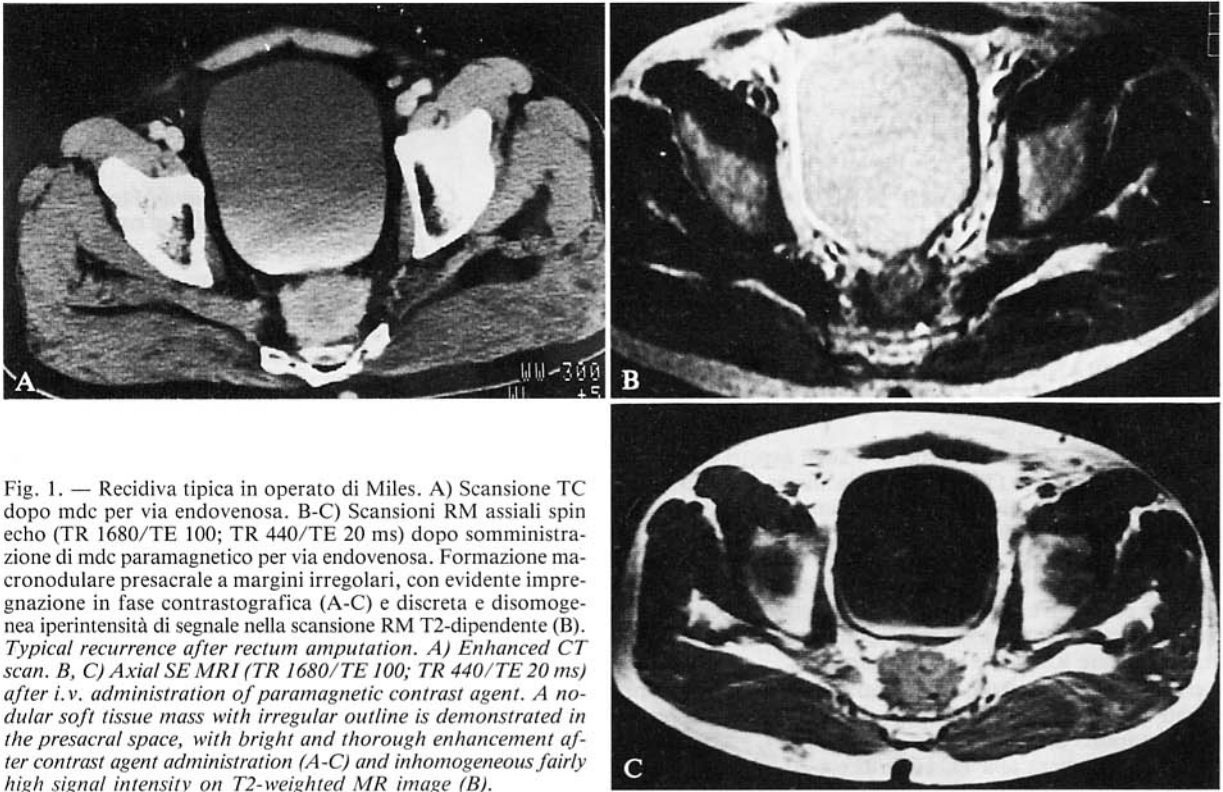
Recidiva tipica in operato di Miles. A) Scansione TC dopo mdc per via endovenosa. B-C) Scansioni RM assiali spin echo (TR 1680/TE 100; TR 440/TE 20 ms) dopo somministrazione di mdc paramagnetico per via endovenosa. Formazione macronodulare presacrale a margini irregolari, con evidente impregnazione in fase contrastografica (A-C) e discreta e disomogenea iperintensità di segnale nella scansione RM T2-dipendente (B). *Typical recurrence after rectum amputation. A) Enhanced CT scan. B, C) Axial SE MRI (TR 1680/TE 100; TR 440/TE 20 ms) after i.v. administration of paramagnetic contrast agent. A nodular soft tissue mass with irregular outline is demonstrated in the presacral space, with bright and thorough enhancement after contrast agent administration (A-C) and inhomogeneous fairly high signal intensity on T2-weighted MR image (B).*
